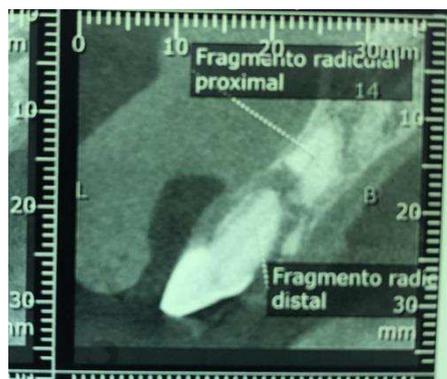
Tomografia com evidência de deposição de tecido ósseo e ausência de sinais de reabsorção.
